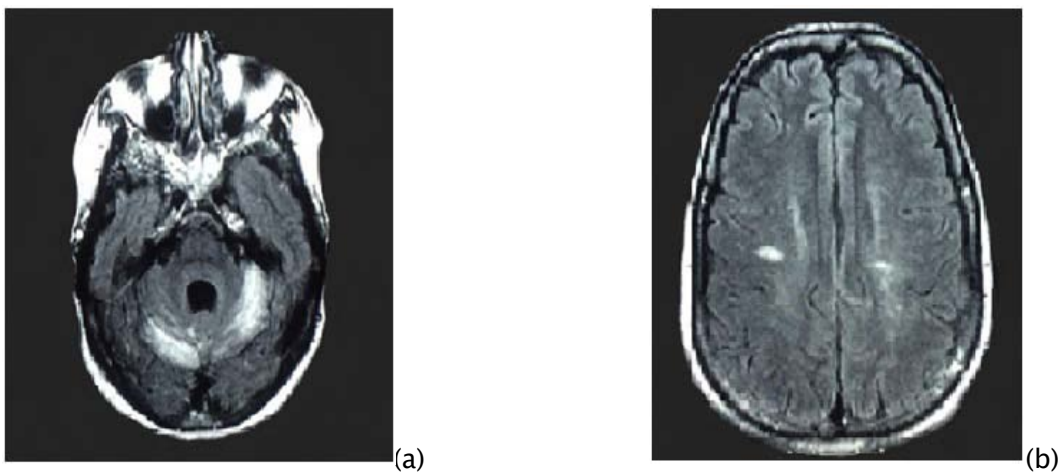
IRM cérébrale en coupes axiales Flair passant par la FCP(a) et les centres semi ovales (b) réalisée chez une patiente âgée de 36 ans présentant un syndrome cérébelleux statokinétique et un syndrome d'irritation tétrapyramidale. Plage en hypersignal intéressant les 2 hémisphères cérébelleux (a). Lésions nodulaires de la substance blanche en hypersignal de taille variable (b).
